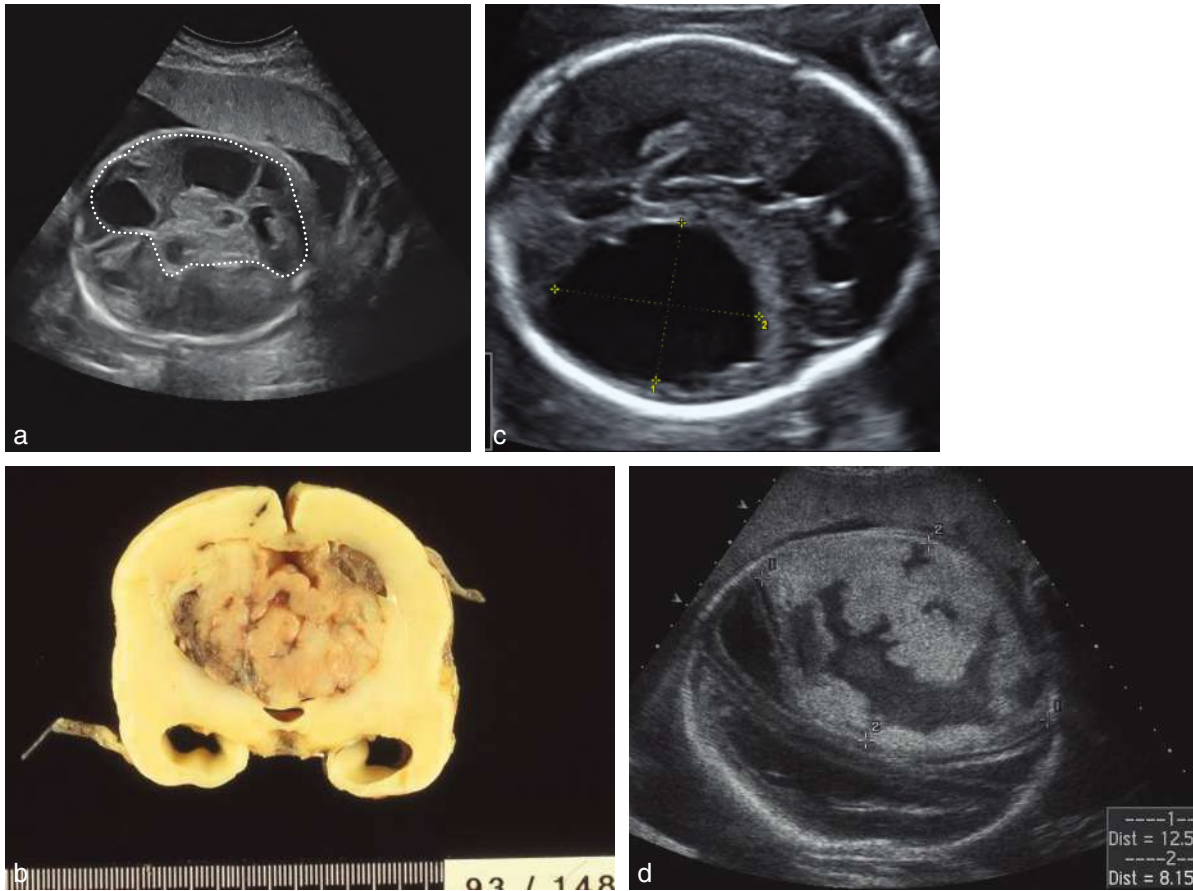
Tumeurs cérébrales. a. 32 SA. Coupe transversale du pôle céphalique. Le périmètre crânien est à 320 mm ce qui est supérieur au 97^e percentile. Les structures intracrâniennes normales ne sont pas visibles. On note en revanche une volumineuse tumeur mal limitée, mixte et hétérogène (associant des plages liquides, anéchogènes à des plages plus solides, échogènes) se développant à partir d'un hémisphère cérébral et refoulant l'autre. Il s'agit là d'un tératome cérébral. b. 24 SA. Autre fœtus. Tératome intracrânien : aspect foetopathologique. c. 22 SA. Coupe transversale du pôle céphalique. Volumineuse tuméfaction de 30 mm de diamètre moyen, liquidienne (anéchogène), avasculaire, à paroi un peu irrégulière, refoulant légèrement la ligne médiane, sans compression ventriculaire dont le diagnostic étiologique par échographie est impossible. Il s'agit d'un exceptionnel kyste du nerf trijumeau. d. Glioblastome (31 SA). Coupe transversale du pôle céphalique : tumeur de 12 x 8 cm, avec désorganisation du parenchyme cérébral et refoulement de la ligne médiane. Source : *fig. 8.61b*, cliché du Dr L. Devisme; *fig. 8.61c*, cliché du Dr C. Coulon, *fig. 8.61d*, cliché du Dr P. Vaast.
